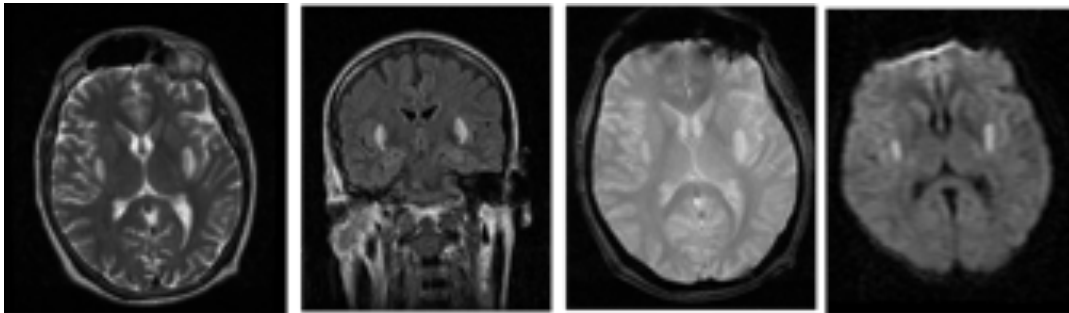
Paciente con pérdida de visión bilateral. En el estudio de RM cerebral se observó una alteración de señal en ambos putámenes en todas las secuencias realizadas (T2, FLAIR, T2* y DWI).
